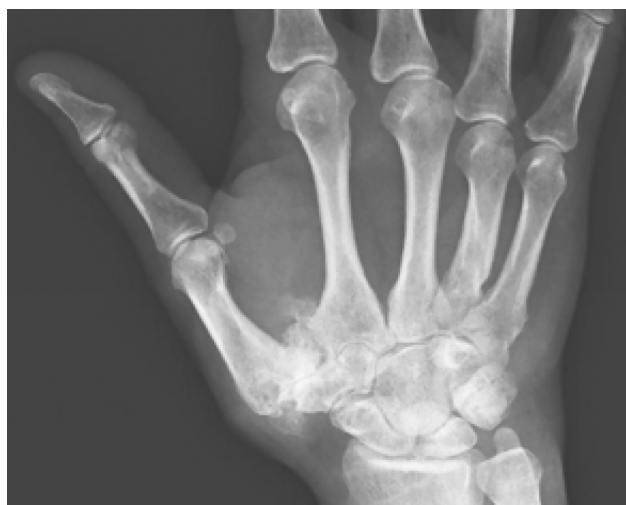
Рентгенограмма пациента с 4-й стадией заболевания (по классификации Eaton и Glickel)
